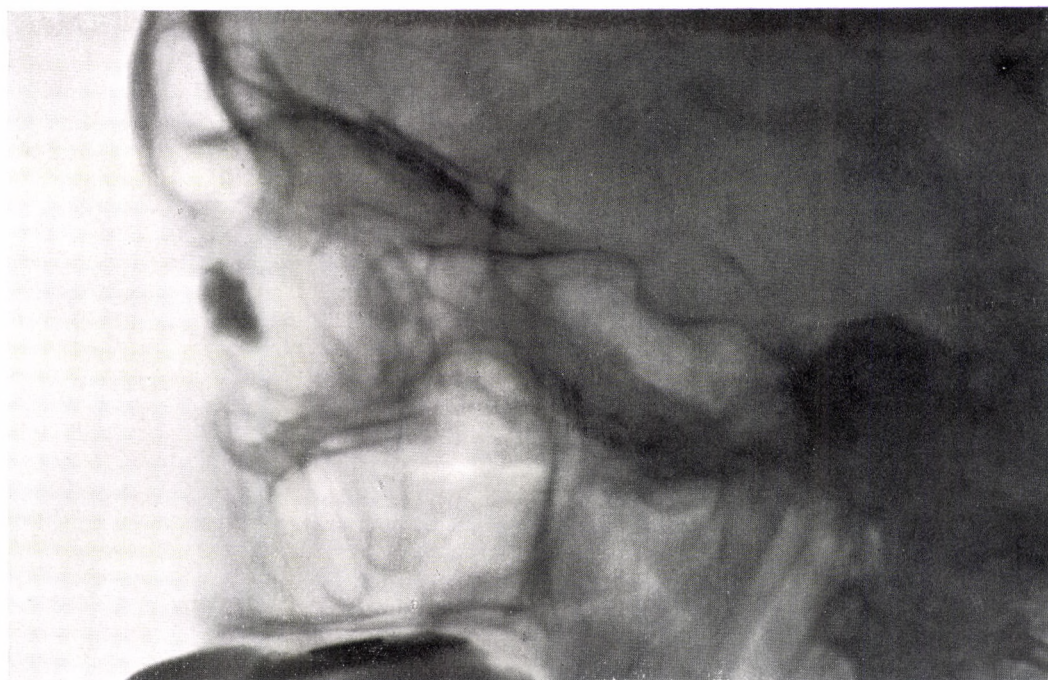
Kopfstellung bei seitlicher Röntgenaufnahme. Auf die Tränensackgegend konzentrierte Strahlenrichtung
